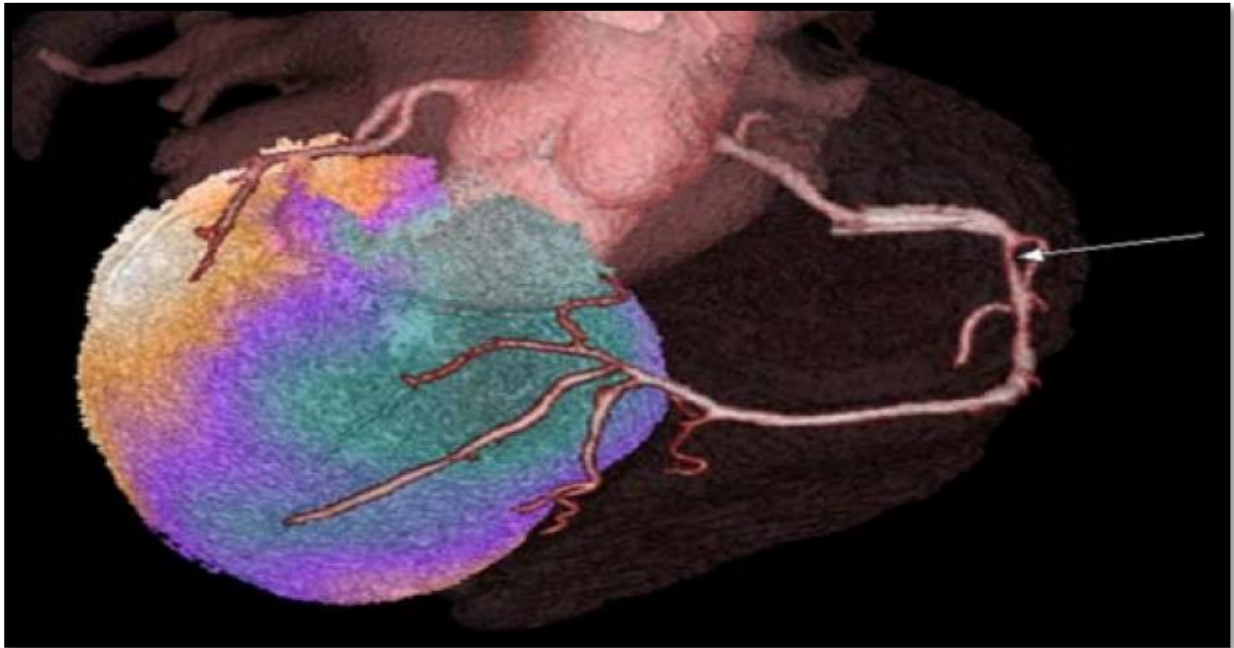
Fusion coroscaner/scintigraphie : sténose coronaire droite (flèche) responsable d'une ischémie inférieure (151)
